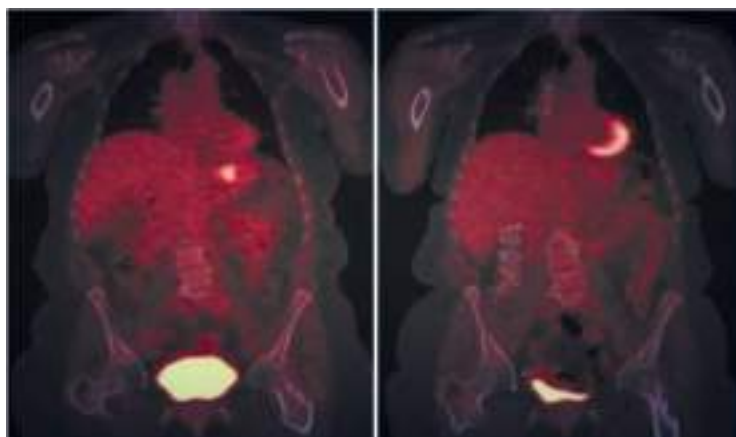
ПЭТ/КТ: до лечения и после лечения.
